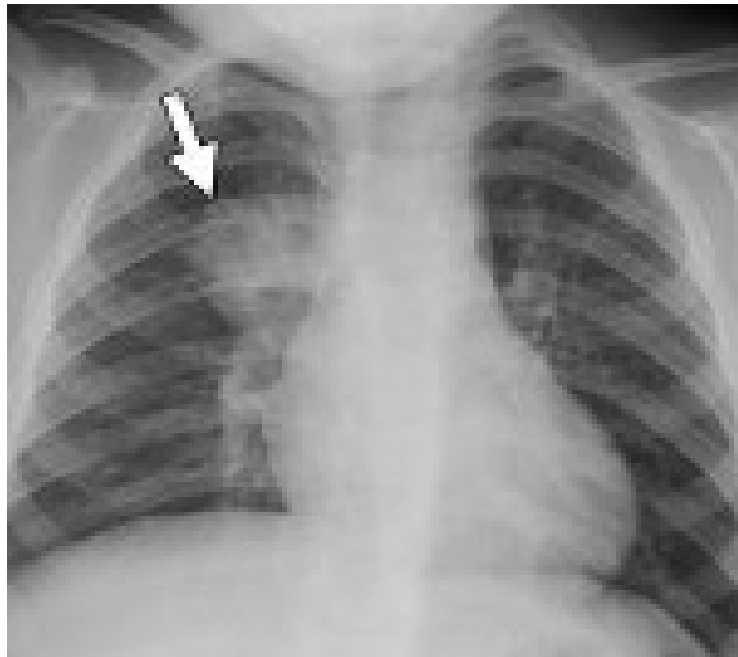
Рентгенограма хворого на вогнищеву пневмонію
